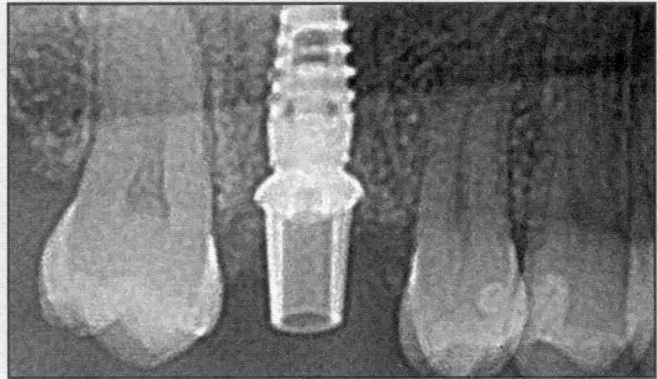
Röntgenkontrolle nach Aufschrauben des Abutments.
